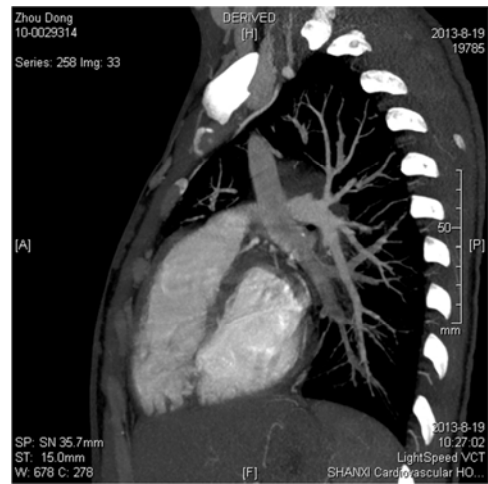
心脏 CT 示左肺静脉汇合成垂直静脉并向头颅方向走行，未见无名静脉，未见左侧体静脉汇入（右）上腔静脉。
